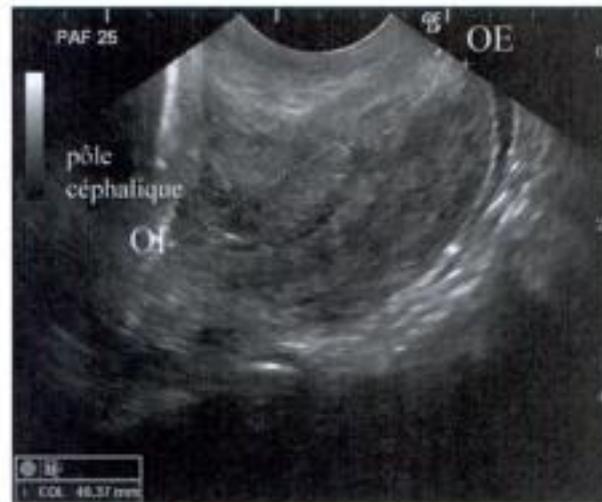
Échographie du col normale.
